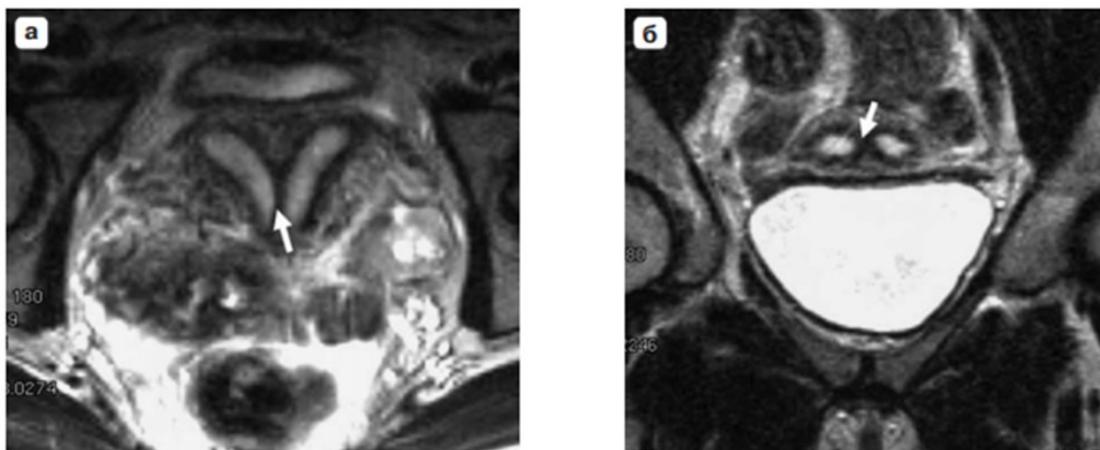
Полная внутриматочная перегородка. а – аксиальная, б – коронарная МРТомограммы, T2ВИ: наблюдается линейная структура, расположенная вдоль полости тела матки и доходящая до внутреннего зева матки (стрелки).
